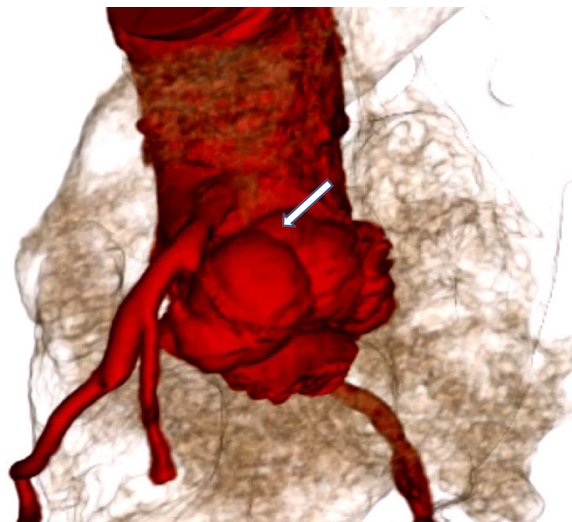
Тривимірна реконструкція комп'ютерної томографії (КТ). Демонструє абсцес фіброзного цільця (позначено стрілкою), який охоплює клапанний протез та залучає зону аорто-лівошлуночкового з'єднання
